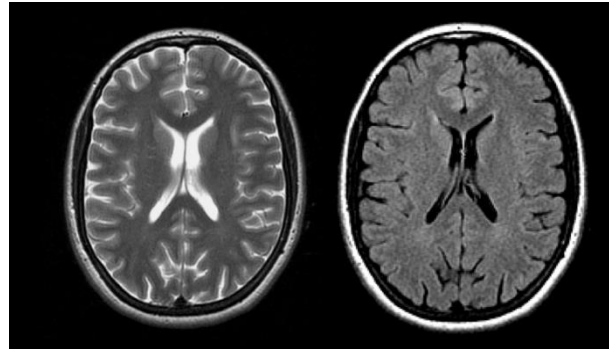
Imagem axial FLAIR e correspondente imagem ponderada em T2. Fonte: Mazzola
